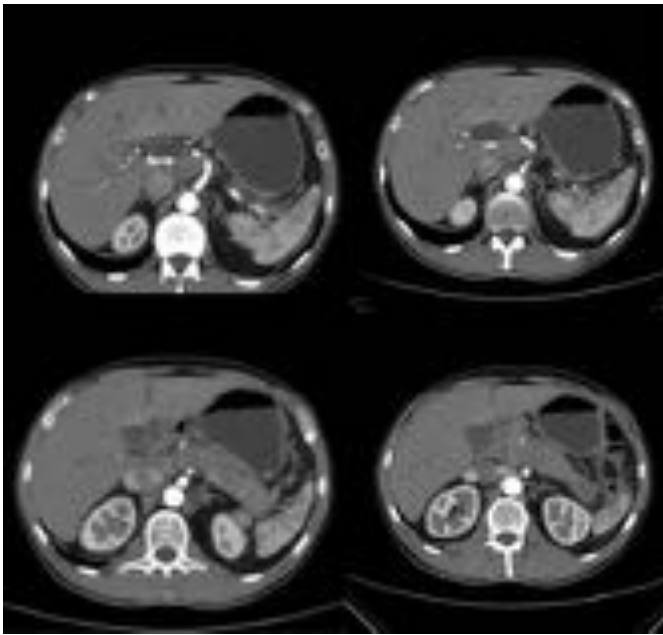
TC abdomino-pélvico con civ del paciente de la Fig.4: Masa hipodensa en cabeza de páncreas en contacto con tronco celíaco. Adenocarcinoma de páncreas
